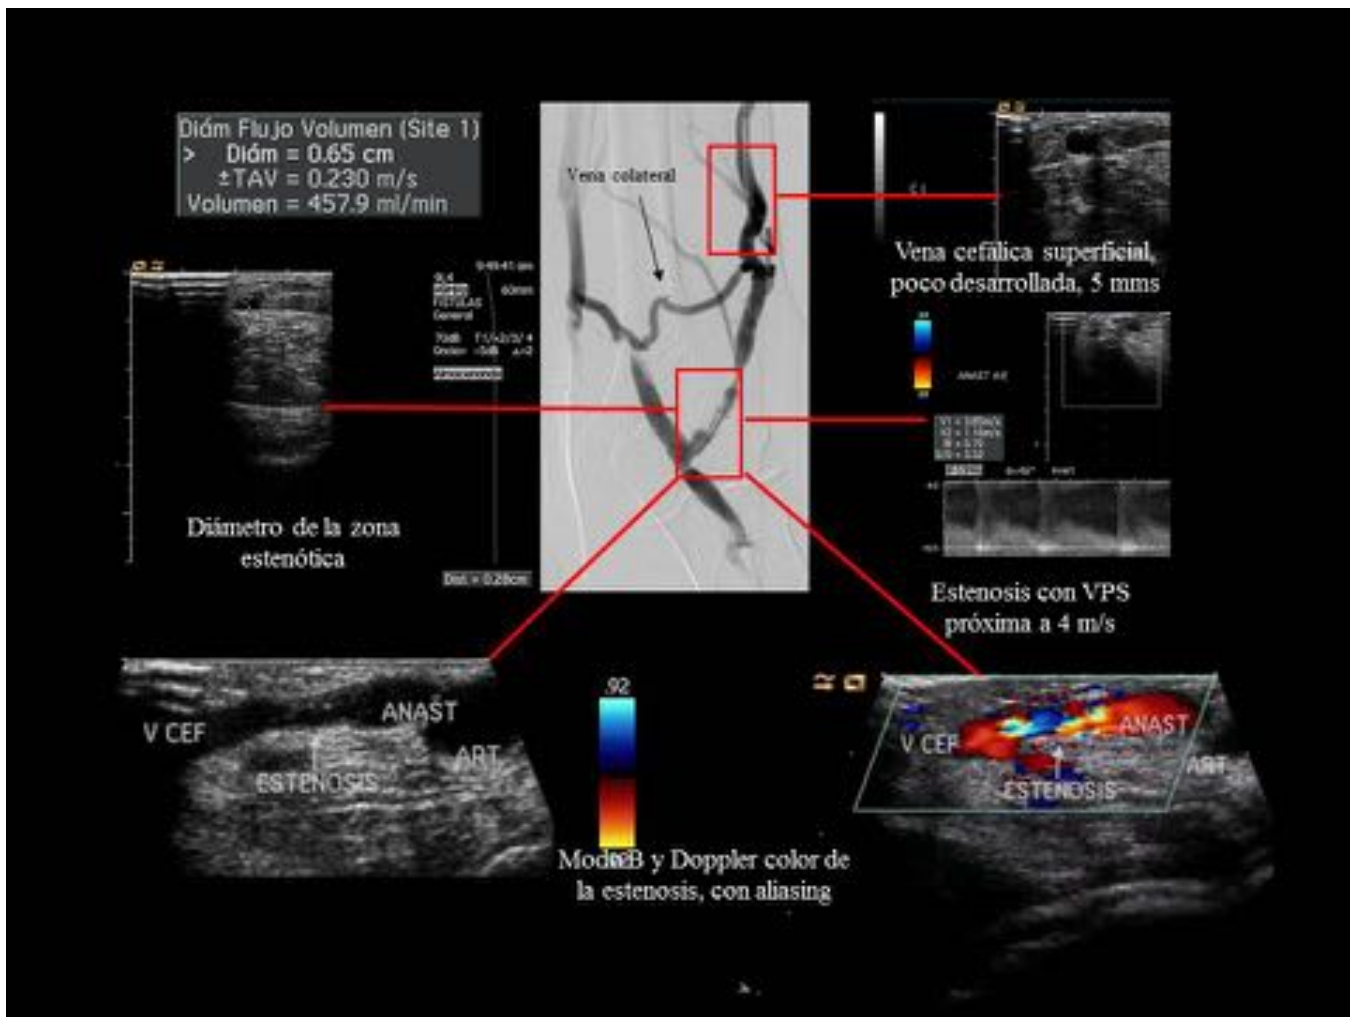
Estenosis yuxta-anastomótica. Eco Doppler y fistulografía. Fístula AV nativa húmero-cefálica izquierda permeable pero poco desarrollada (flujo reducido de 457 ml/min), por estenosis severa (calibre < 3 mm, VPS cercana a 4 m/s) en vena cefálica yuxta-anastomótica, que se localiza a 1 cm de la anastomosis AV. Vena cefálica permeable, pero poco desarrollada, con calibre que oscila entre 4-6 mm. Pequeña vena colateral (flecha negra) que puede contribuir a un menor desarrollo de la fístula.
